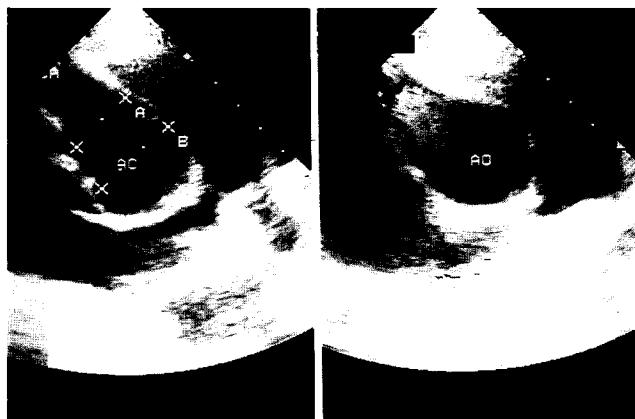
심초음파도. 대동맥으로부터 1.6cm 직경으로 확장된 우관동맥이 나오는 것을 볼 수 있다.
